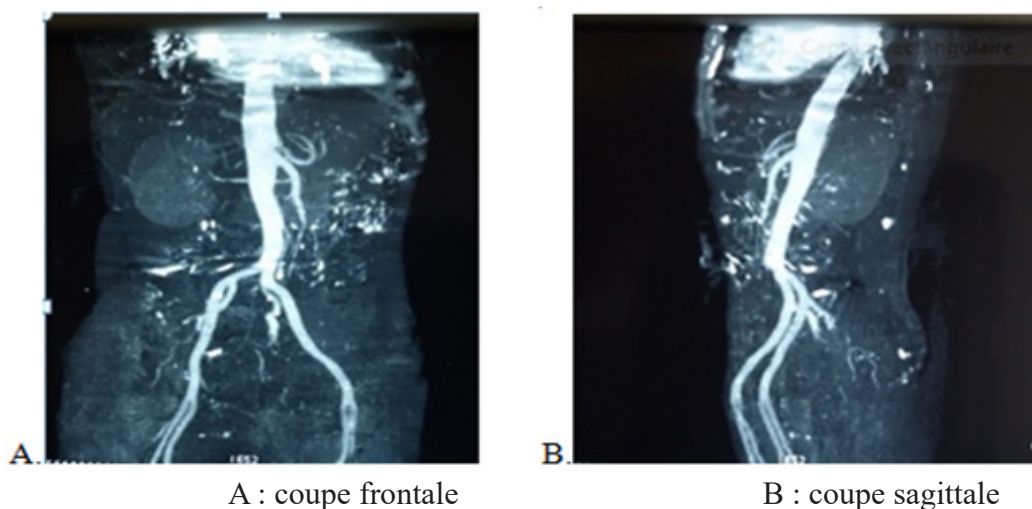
Angio-TDM de contrôle à 3 mois avec absence du faux chenal.
